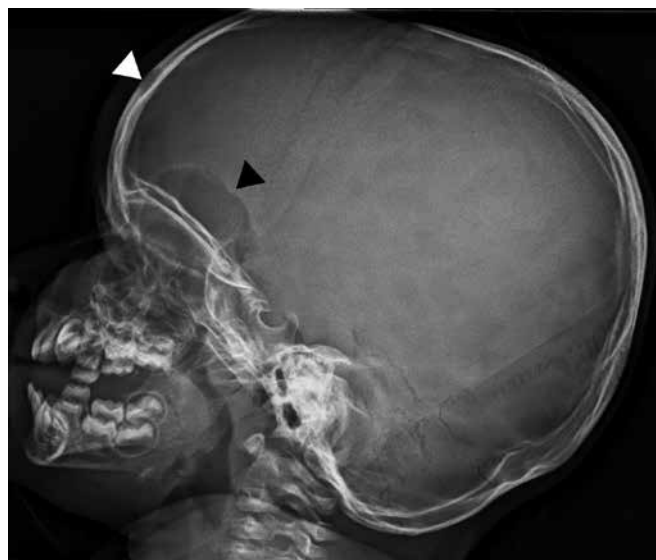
Radiografía lateral de cráneo, en la que se visualizan dos lesiones líticas, la de mayor tamaño situada en el esfenoides y otra más pequeña en el hueso frontal, el resultado anatomopatológico fue de histiocitosis de células de Langerhans.
